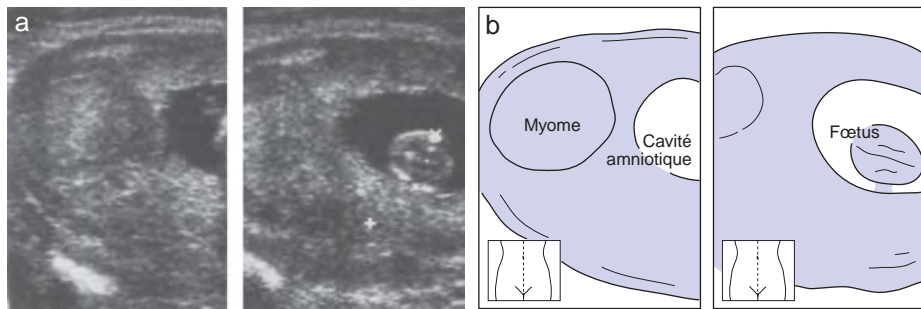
Myome et grossesse : aspect échographique (coupe sagittale).
